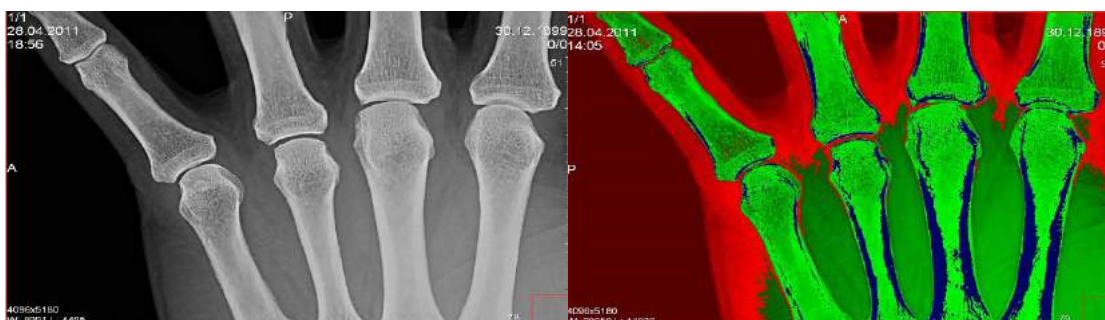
Стандартное рентгеновское монохромное изображение слева и построенное на его основе картированное цветное справа.
